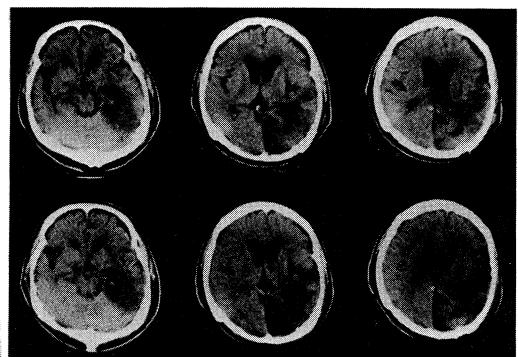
症例11のCT、右側頭頭頂部より後頭部にかけての広範な低吸収域を認める。上段はOHP療法前、下段はOHP30回終了後であるが、とくに変化はみられない。
